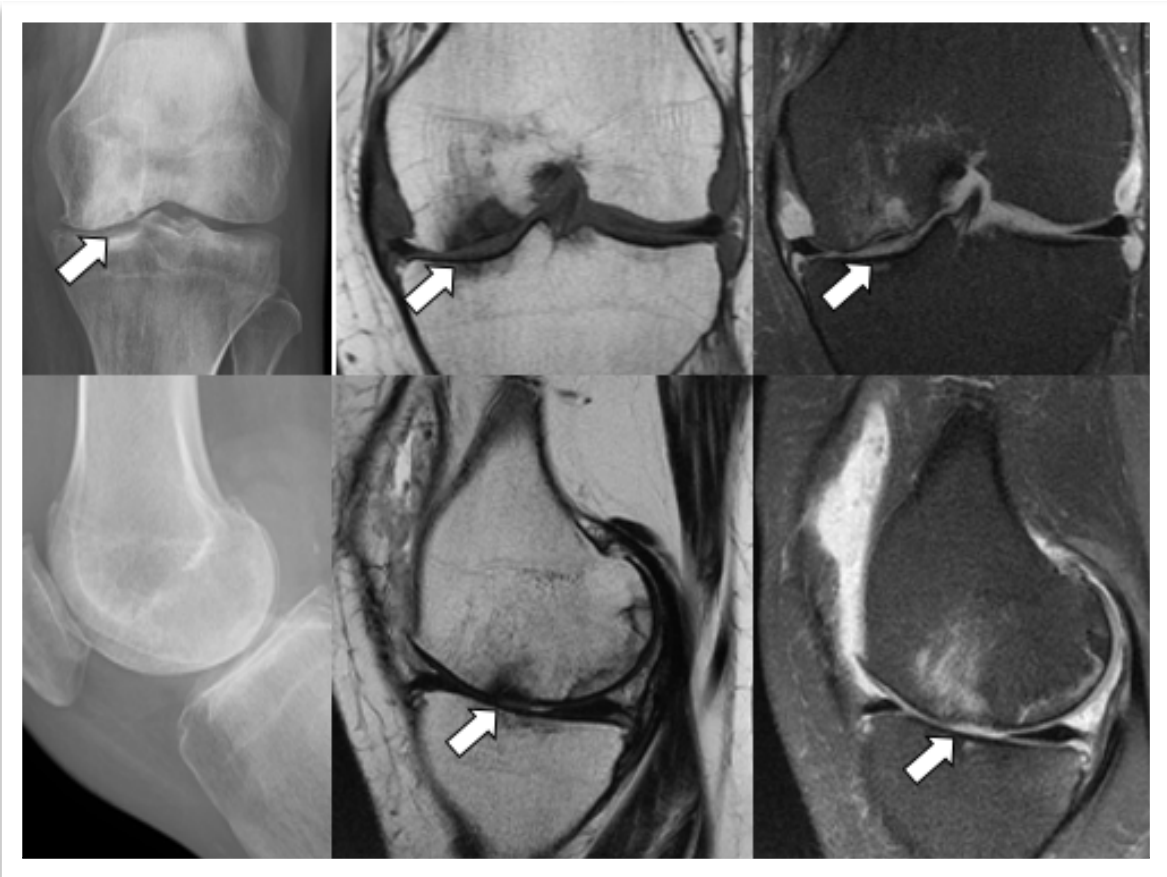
Artritis reumatoide: Osteonecrosis. Rx AP, secuencias coronales T1 y DP con supresión grasa y Rx lateral, secuencias sagitales T2 y DP con supresión grasa. En Rx se observa una banda lineal esclerótica subcondral de borde convexo superior en cóndilo medial (flechas) que en RM se observa de baja señal en T1 y alta señal en DP con supresión grasa.
